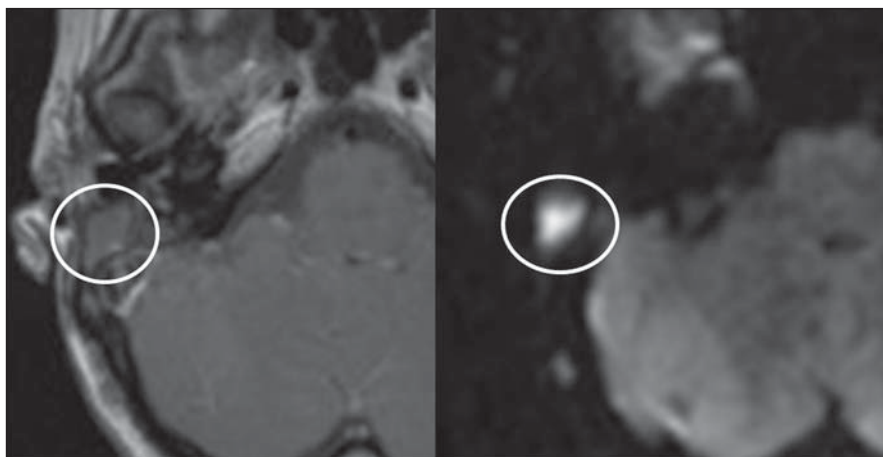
Colesteatoma recidivado. Na imagem à esquerda, RM ponderada em T1 pós-contraste tardio: ausência de impregnação pelo contraste. Na imagem à direita, RM ponderada em difusão EPI: hipersinal compatível com restrição.
